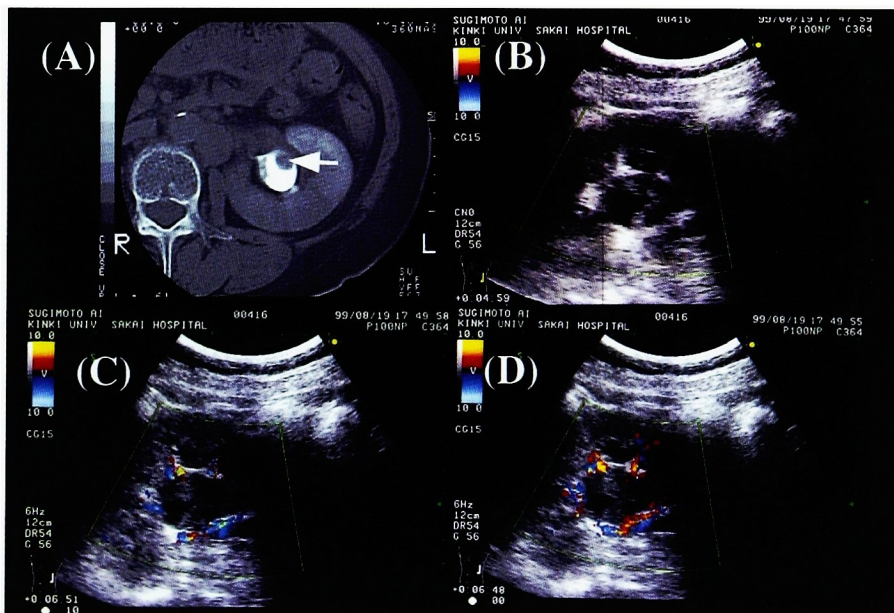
Case 7; Transitional cell carcinoma (A; Enhanced CT showed left renal pelvic tumor. B; Gray scale ultrasonogram showed a hypoechoic lesion at left renal pelvis. C,D; After injection of sonographic contrast agent, peripheral liner ECD signals are seen and ECD showed no enhancement of this lesion).
